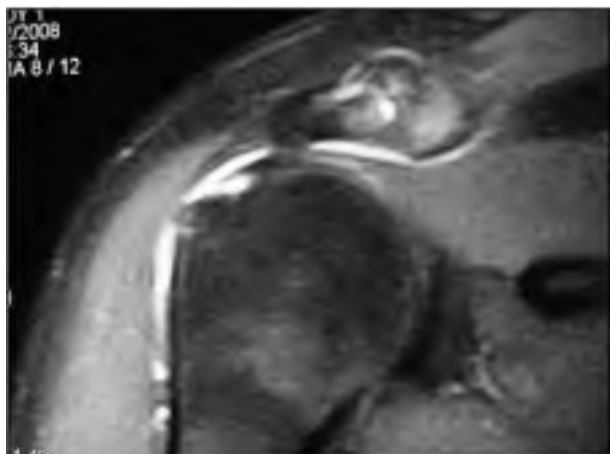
La tècnica més efectiva és l'Artro-RM o l'Artro-TAC. Igualment, es pot utilitzar la RM amb gadolini, però l'ús en aquesta patologia és poc freqüent.
